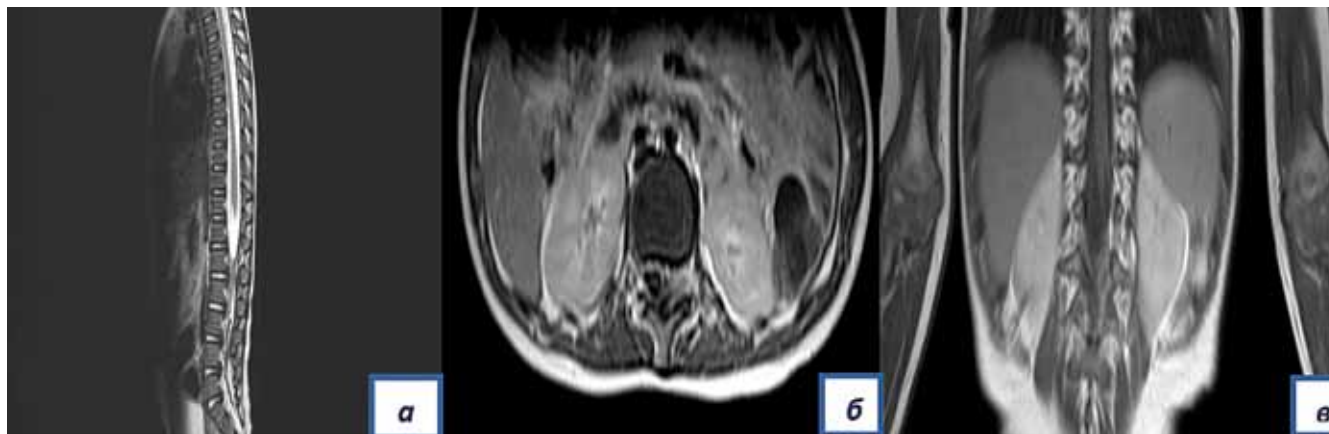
МРТ позвоночника (через 12 мес после окончания терапии): а – сагиттальный; б – аксиальный; в – фронтальный срез. Остаточная опухоль в позвоночном канале на уровне L1–L3, объемных образований в паравертебральных мягких тканях не выявлено
